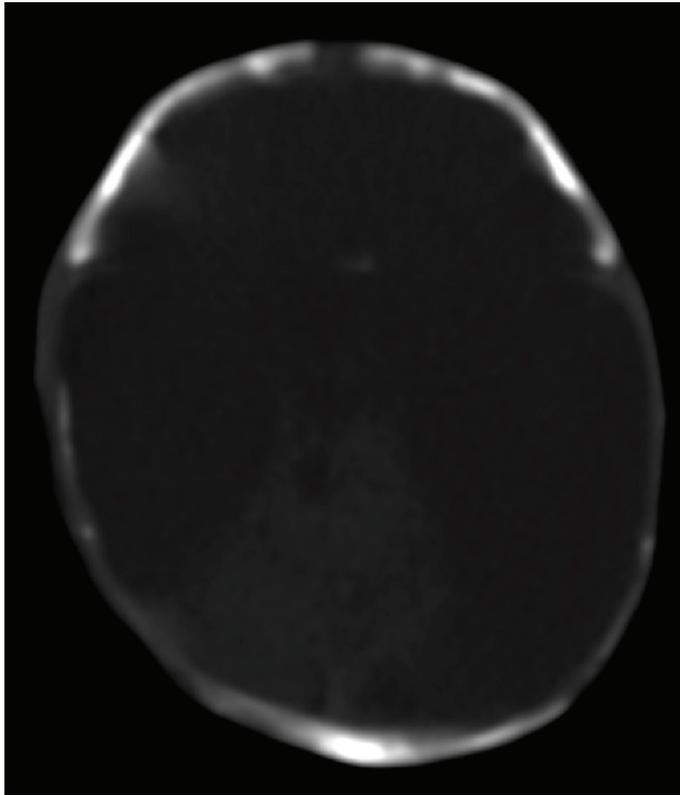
Tomografia computadorizada no corte axial ilustrando destruição quase total do parênquima cerebral substituído por líquido cefalorraquidiano.
